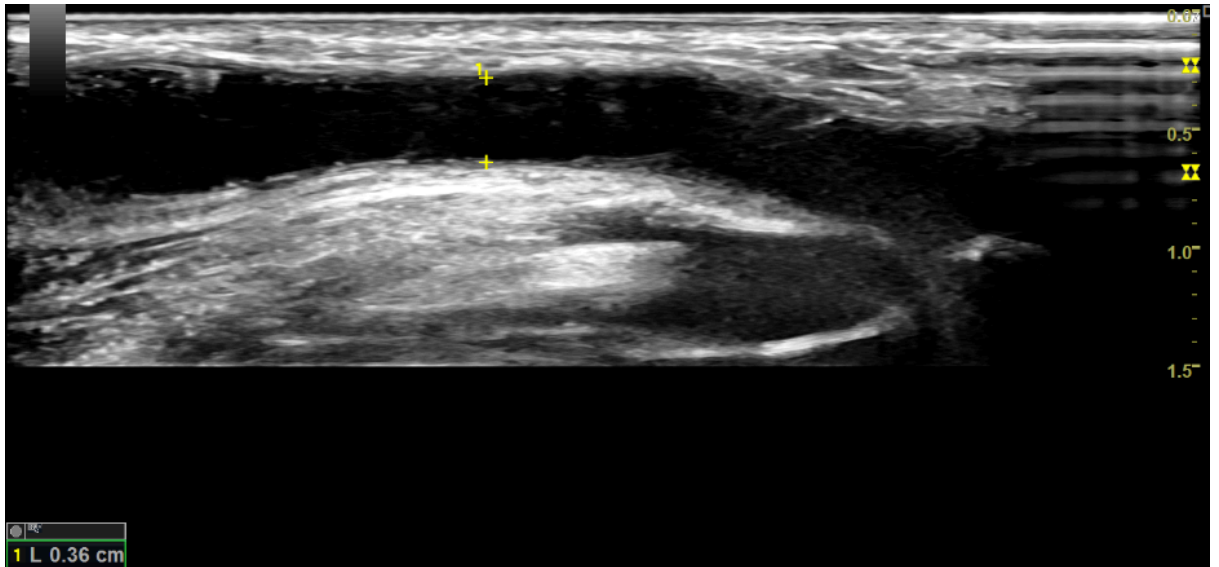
Échographie mode B montre le rétablissement du calibre de la veine à 3,6mm
